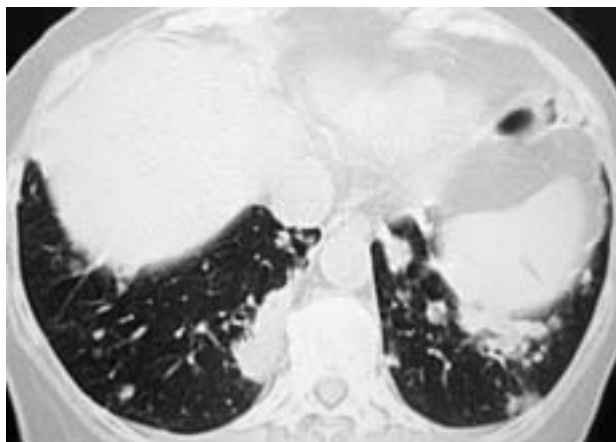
Фрагменты КТ органов грудной клетки пациентки в начале заболевания (25.10.2010 г.).
